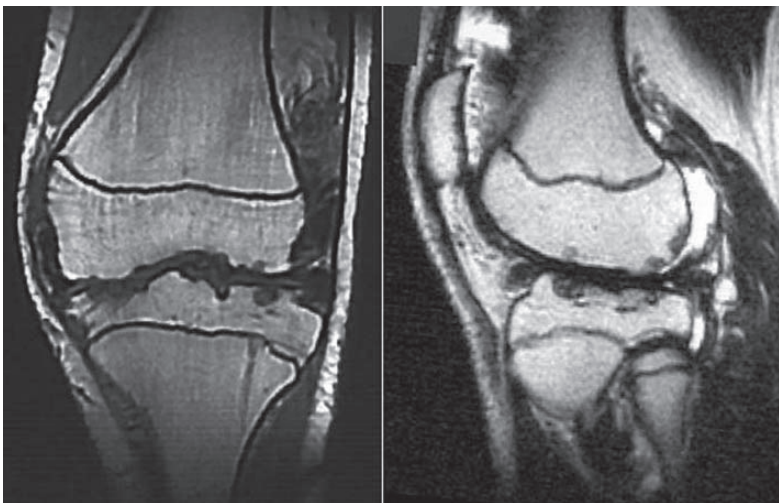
Пациент Р., 16 лет. Диагноз: Гемофилия А, тяжелая степень. Гемофилическая артропатия правого коленного сустава II-III степени. МРТ до начала химической синовэктомии: видна деструкция суставных поверхностей, гипертрофия синовиальной оболочки, избыточное количество свободной жидкости в полости сустава. Явных признаков внутрисуставных шварт нет
